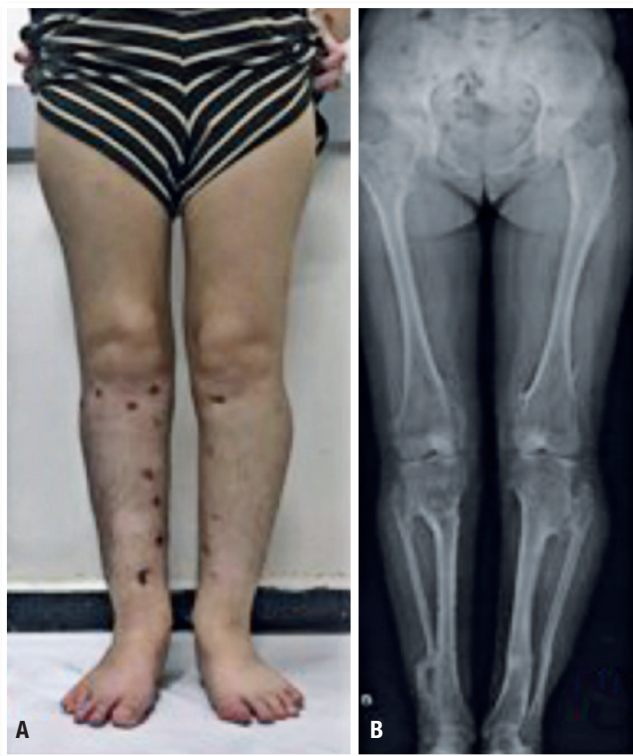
A. Imagem clínica após fim da correção e retirada do fixador hexapodal; B. Radiografia panorâmica de membros inferiores em AP após retirada do fixador hexapodal
